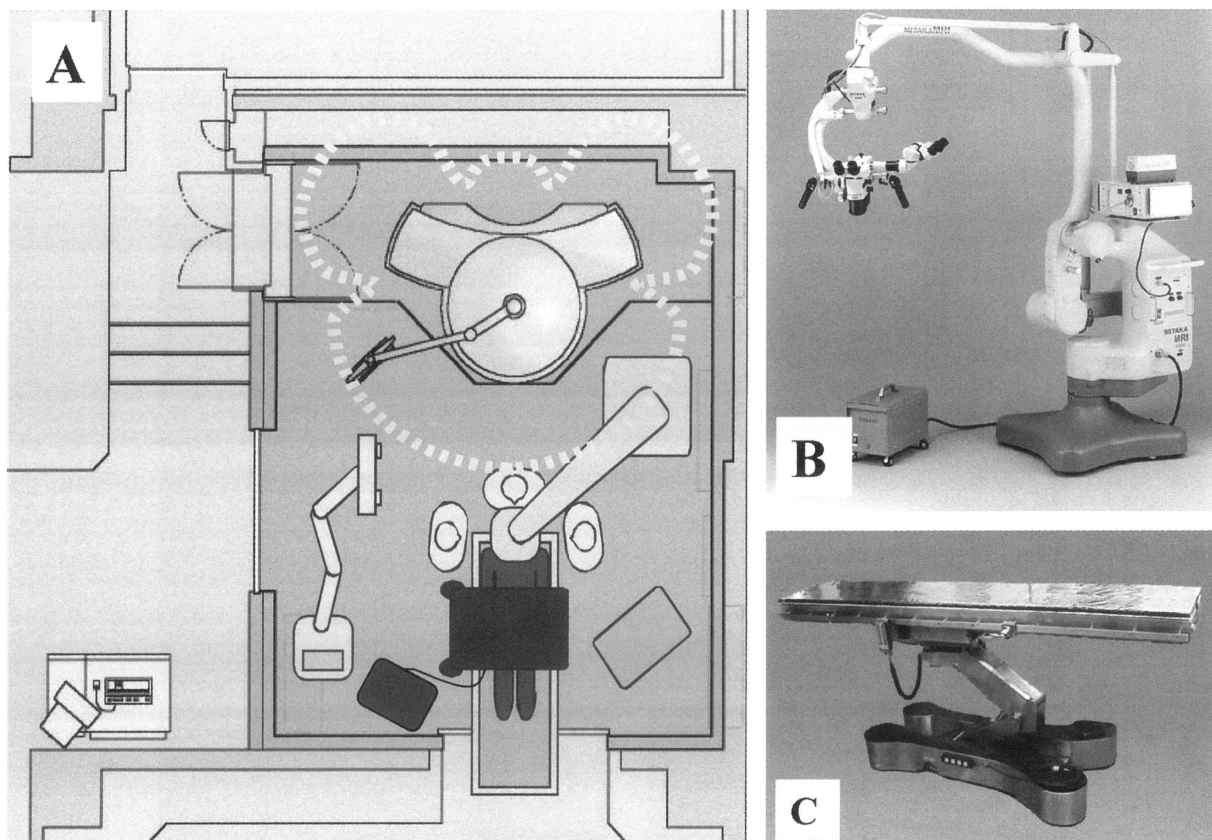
インテリジェント手術室(A)．MRIの5ガウスライン(---)外で手術を行う．窒素駆動のMR対応顕微鏡(B)とMR対応手術台(C)．
